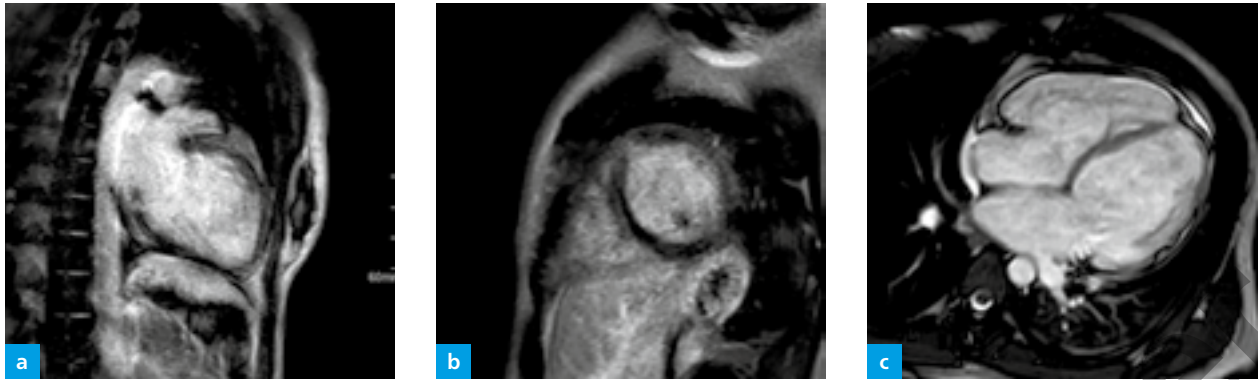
(a–c) MRT einer katecholaminergen polytopen ventrikulären Tachykardie (CPVT) einer 32-jährigen Patientin. (a, b) LE in (a) 2CH und (b) SA mit diffusen LE-Läsionen bei dilatiertem linkem Ventrikel. (c) Cine-MRT mit minimalem Perikarderguss.
